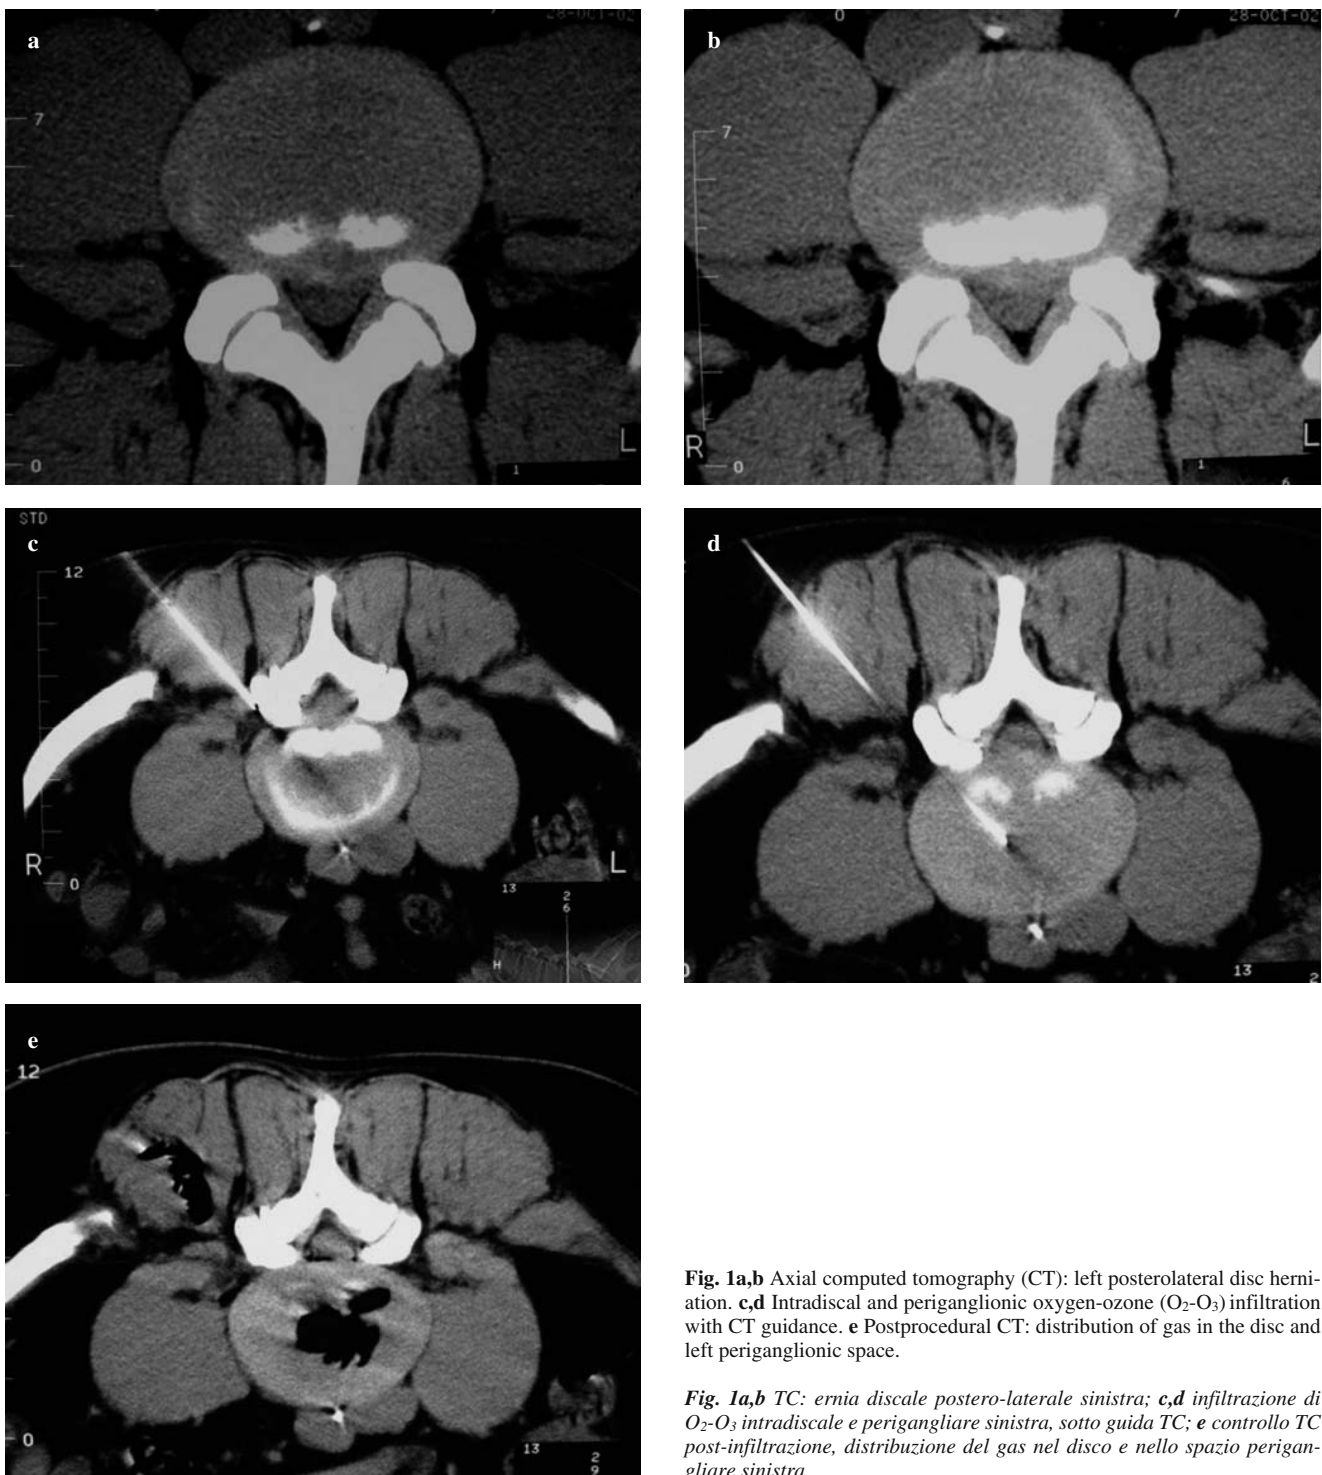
Axial computed tomography (CT): left posterolateral disc herniation. c,d Intradiscal and periganglionic oxygen-ozone (O_2 - O_3) infiltration with CT guidance. e Postprocedural CT: distribution of gas in the disc and left periganglionic space.
